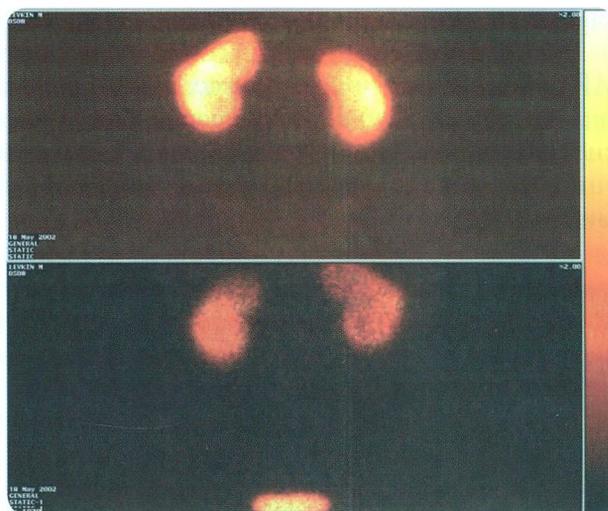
Статическая реносцинтиграмма подростка 14 лет. В правой почке — однородное накопление РФП. В верхнем полюсе левой почки отмечается очаговое снижение накопления радиоиндикатора за счет наличия кисты (по данным УЗИ), на остальном протяжении накопление РФП однородное
